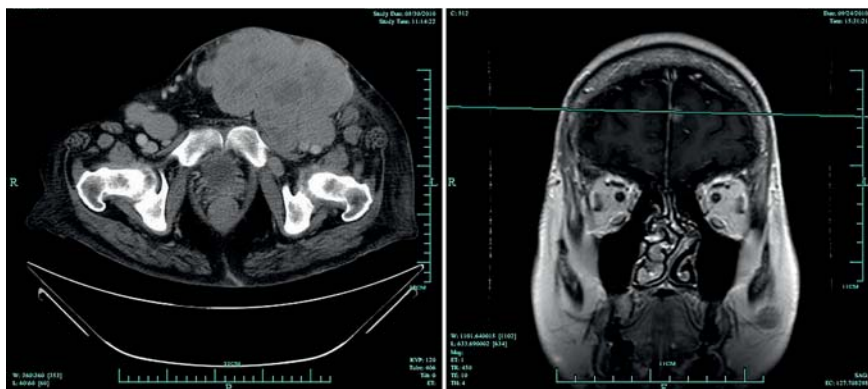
CT Abdomen, MRT Schädel: Größenzunahme der Tumormaße links inguinal und Nachweis der Hirnmetastasen.
